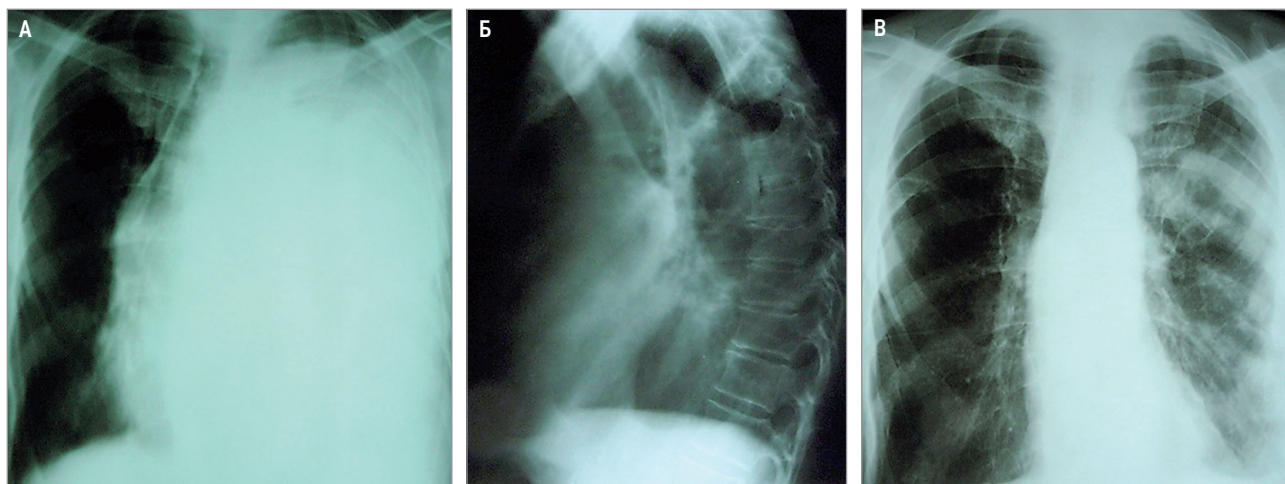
Злокачественная мезотелиома плевры у больного 69 лет: А, Б – до удаления выпота; В – после удаления выпота. Рентгенография
